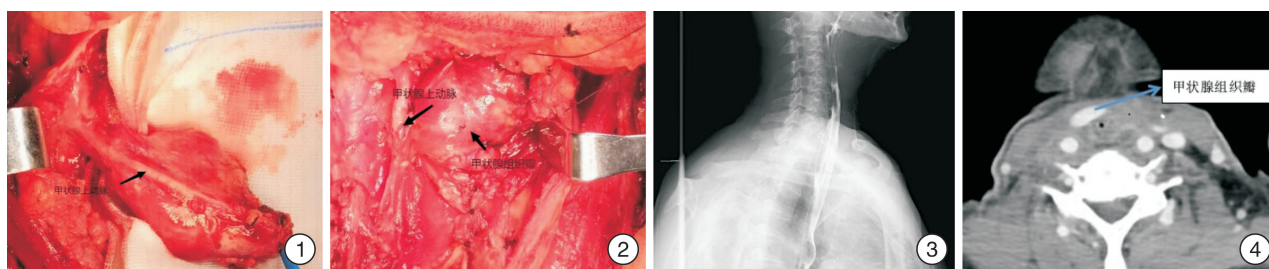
制备好的带蒂甲状腺组织瓣; 图 2 甲状腺组织瓣修复加固咽腔; 图 3 术后 14 d 上消化道造影无外渗; 图 4 术后 3 个月 CT 提示甲状腺瓣良好
